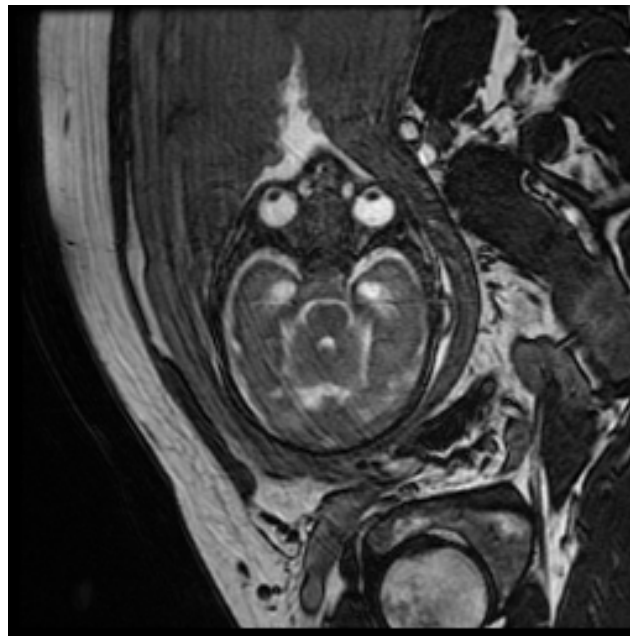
Resonancia magnética de un feto infectado por CMV, con presencia de lesiones quísticas adyacentes a las astas temporales de los ventrículos laterales.
